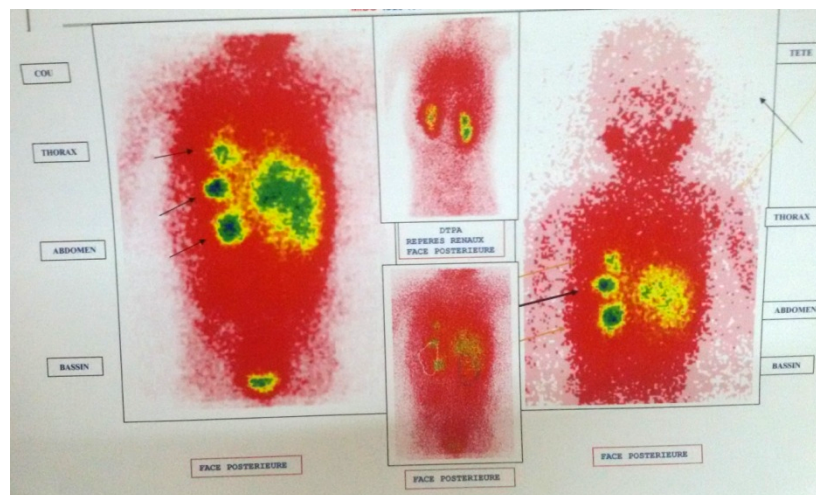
Images de scintigraphie à la MIBG-iodé 131 d'un Neuroblastome Surrénalien Gauche métastatique après traitement chez un garçon âgé de 5 ans objectivant trois foyers de fixation 2 au niveau de la loge rénale gauche et 1 au niveau de la base pulmonaire gauche en faveur d'une rechute locale et générale, Archives du CHOP.
